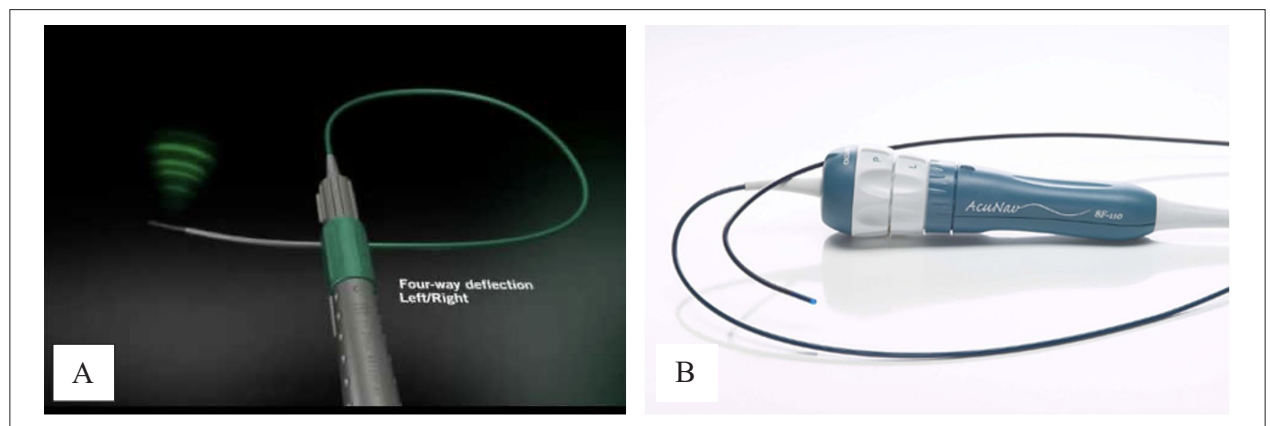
Modelos de cateteres de ecocardiograma intracardiaco. A: cateter Viewflex (ABBOTT™). B: cateter Acunav (Biosense Webster™).
